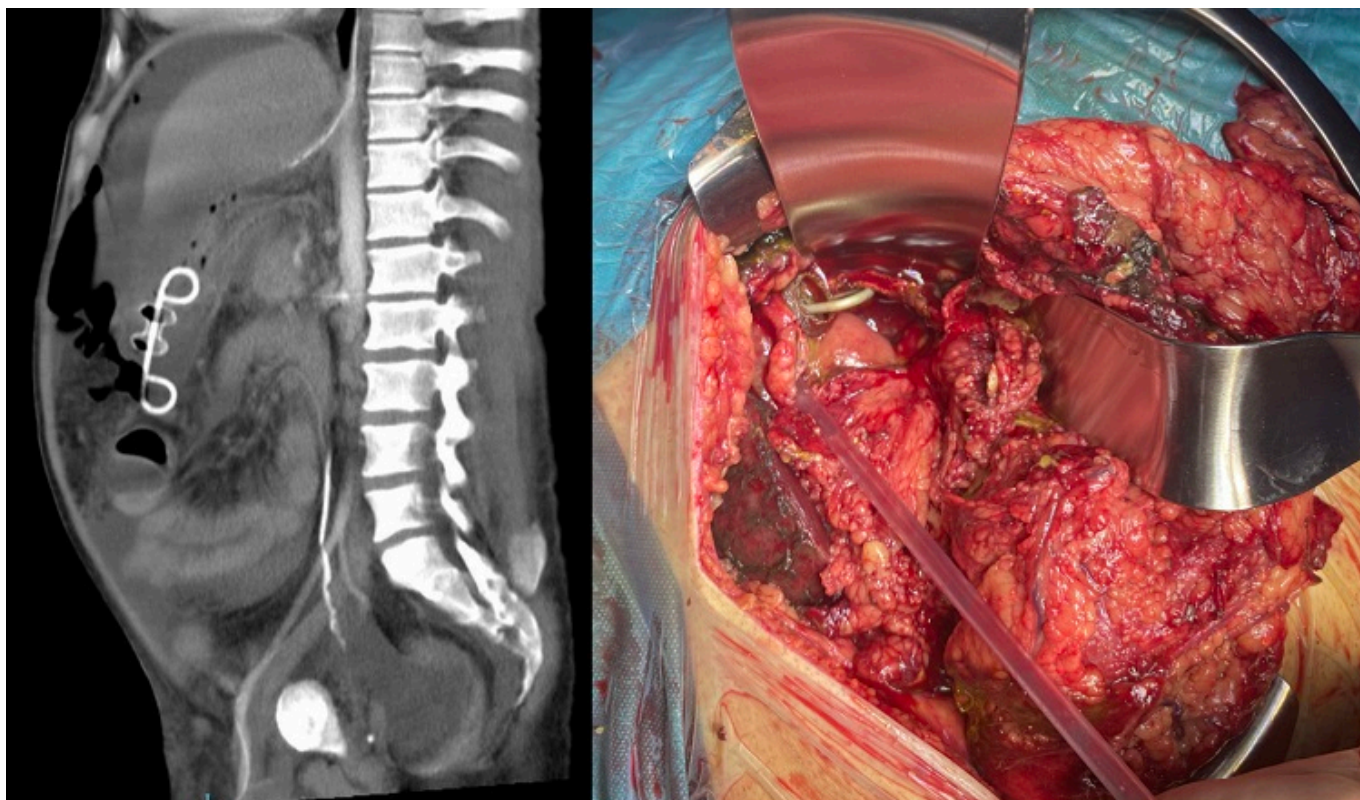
Imagen de TC con prótesis y neumoperitoneo. Visión de campo operatorio.
